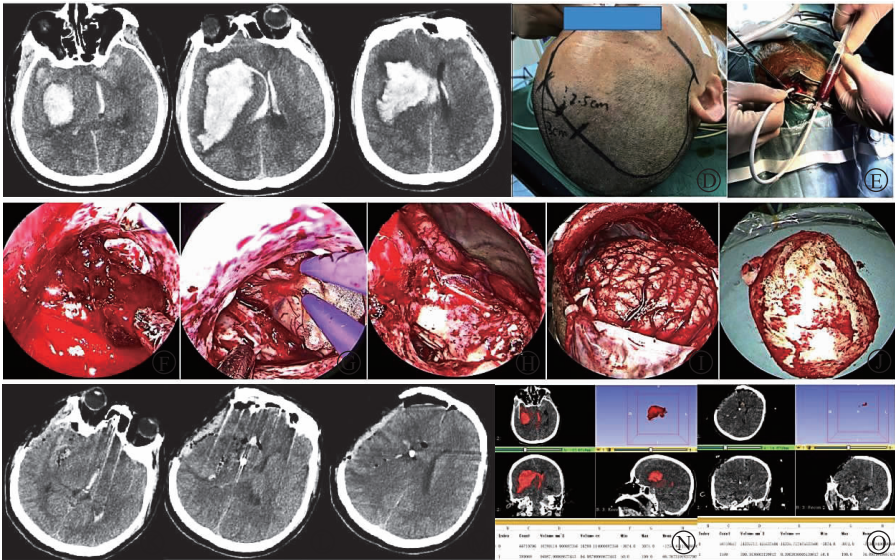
“钻孔引流 + 神经内镜 + 去骨瓣减压”手术方式步骤 A 为术前 CT 提示血肿位于右侧颞叶及基底节区;B 为术前 CT 提示血肿巨大并破入脑室;C 为术前 CT 提示血肿向额部延伸,中线结构移位明显;D 为标记右侧扩大翼点入路皮肤切口线,其中前额部切口线作为钻孔及内镜使用,后面颞顶部切口线作为去骨瓣使用;E 为先行钻孔引流抽取部分血肿,达到快速减压的目的;F 为接着在内镜下清除基底节区残余血肿;G 为内镜下清除脑室内血肿;H 为血肿清除后可见脑压明显下降;I 为去除骨瓣并放射状剪开硬膜;J 为骨瓣去除范围;K 为术后 CT 提示颞叶血肿清除理想;L 为术后 CT 提示基底节区及脑室内血肿清除理想;M 为术后 CT 提示中线结构回移;N 为 3D-Slicer 软件分析显示术前血肿量为 95 mL;O 为 3D-Slicer 软件分析显示术后血肿量为0.4 mL,血肿清除率为99.6%
